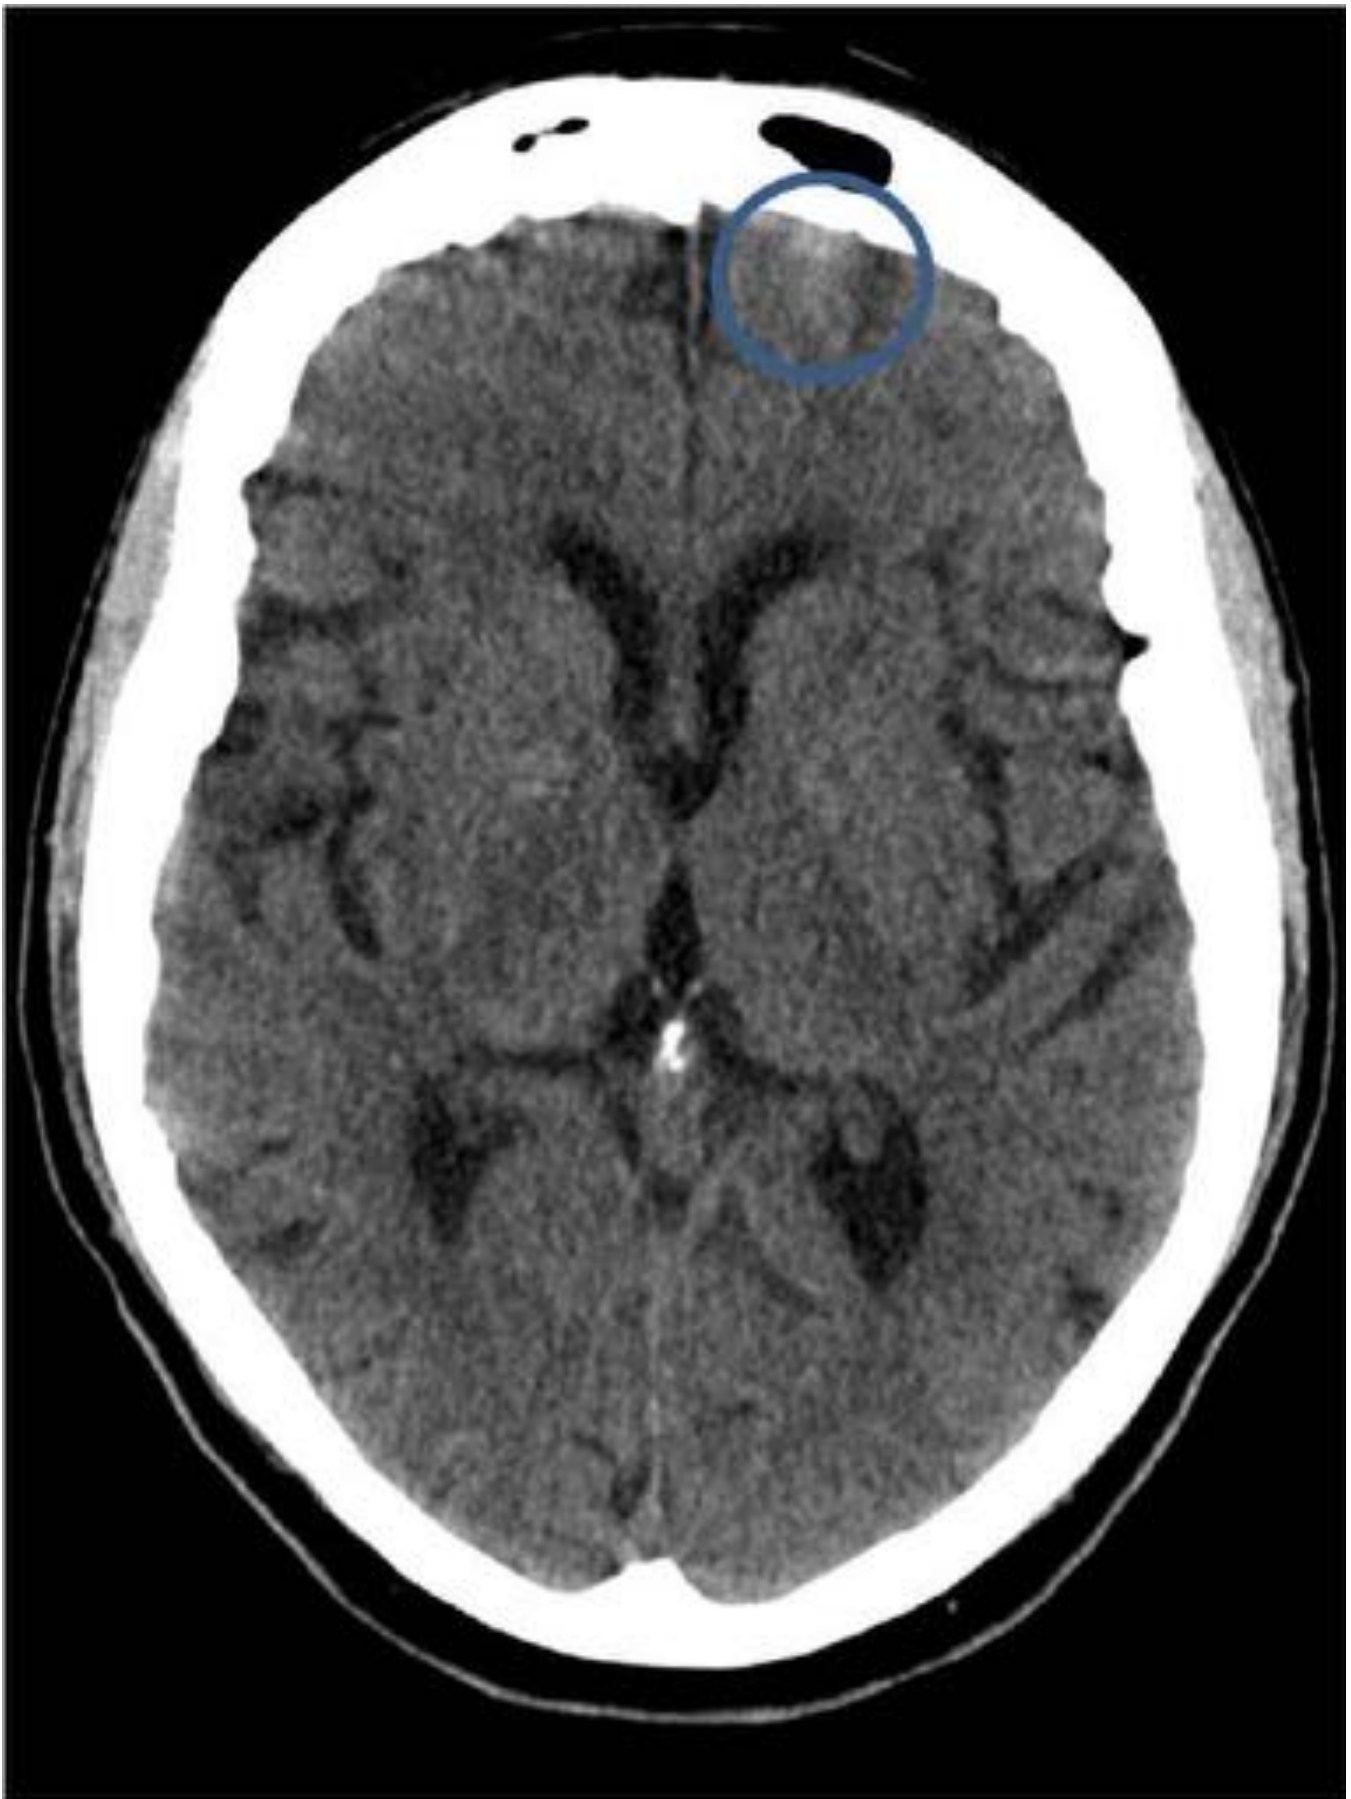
Mujer de 83 años con antecedente de demencia y traumatismo craneoencefálico. Se realiza TC craneal sin CIV donde se confunde artefacto de movimiento con foco contusivo hemorrágico (círculo) en región frontal izquierdo. Se realiza TC posterior a los dos días y no se constata la imagen.
